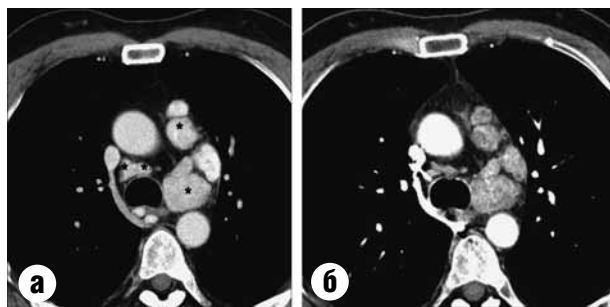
МСКТ органов грудной клетки больного К. (мягкотканый режим). Медуллярный рак щитовидной железы с метастазами в лимфоузлы средостения. МСКТ до (а) и после (б) таргетной терапии препаратом Капрелса (вандетаниб) 300 мг/сут. Стабилизация опухолевого процесса.
